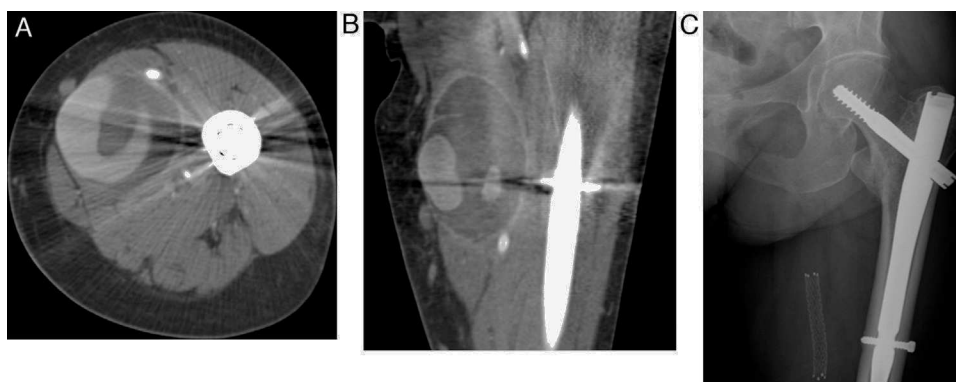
A y B) Angio-TC: pseudoaneurisma de arteria femoral superficial de 5 cm de diámetro. C) Radiografía simple: endoprótesis femoral superficial y clavo intramedular con tornillo distal en probable relación con lesión arterial.
